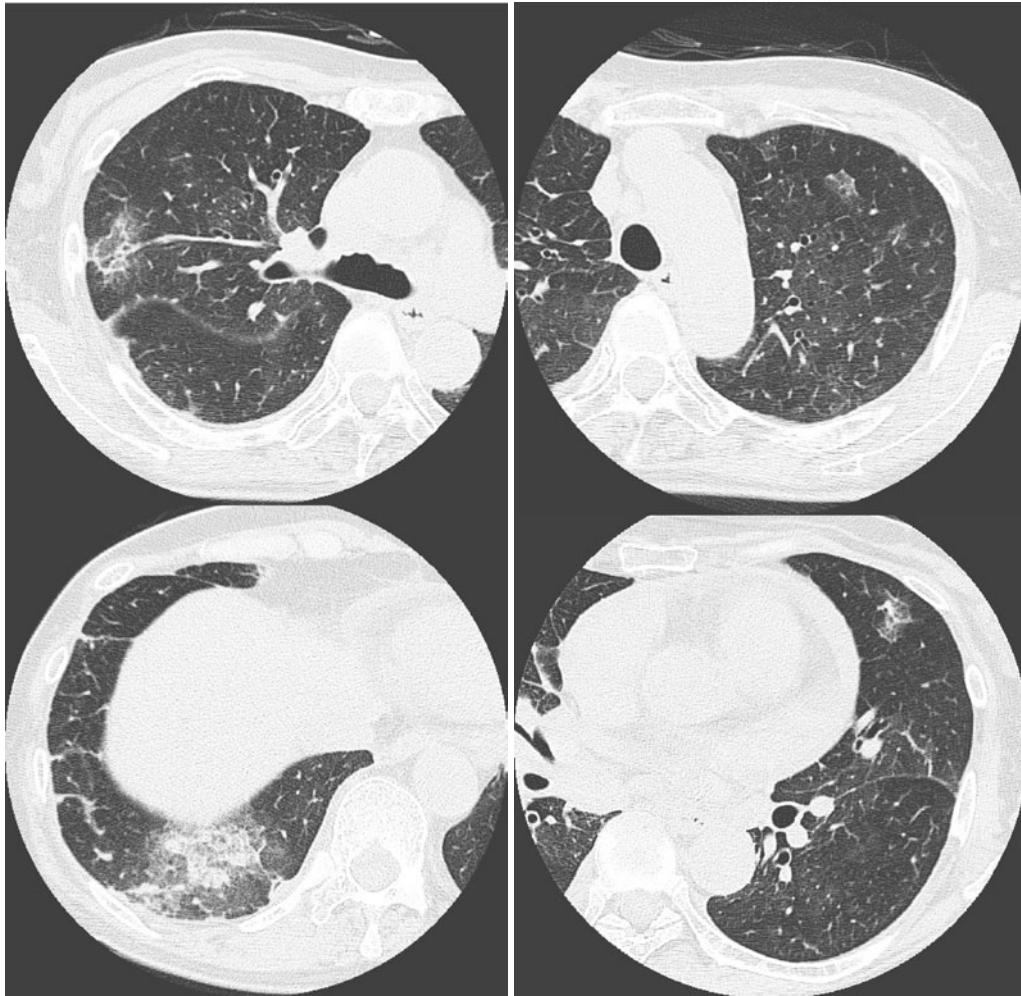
Chest CT scan on admission showing ground-glass opacity and patchy shadows in both lung fields.
